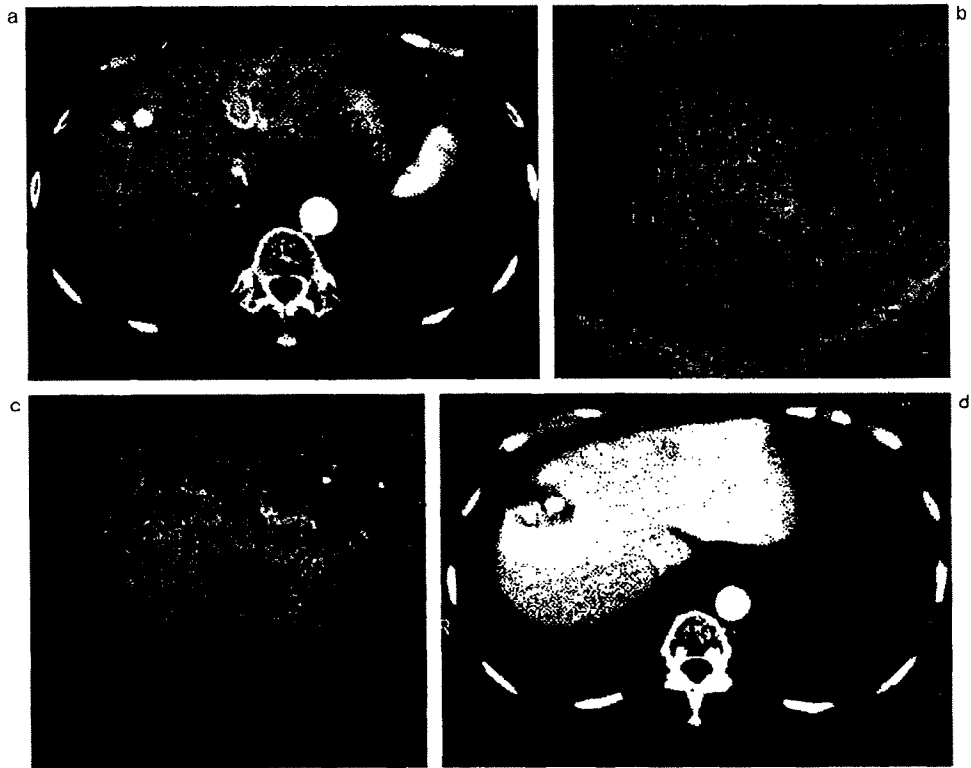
小さな肝内転移再発の同定にソナゾイド造影超音波検査が有用であった症例
